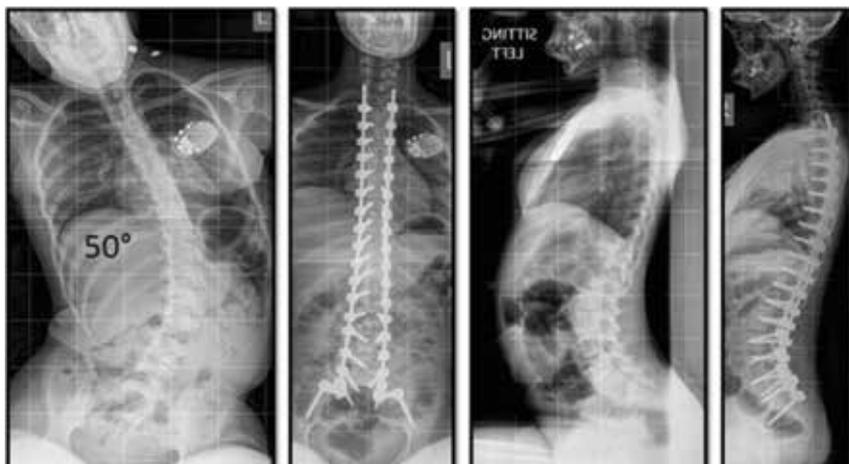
Radiografie pre e post-operatorie del rachide a confronto
